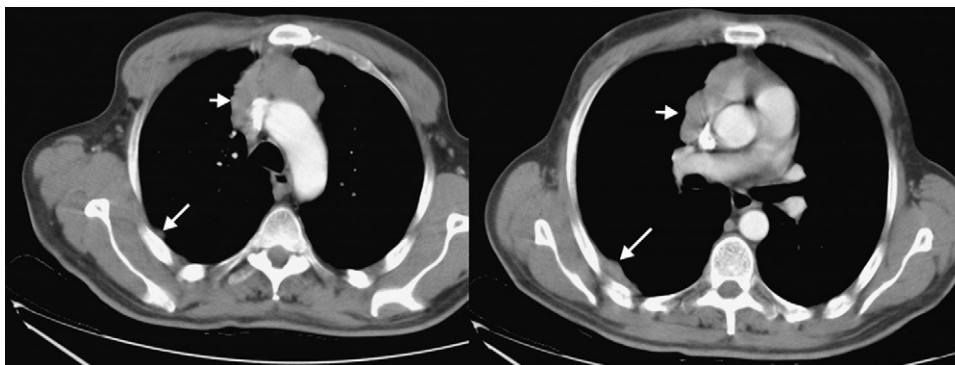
TC de tórax con timoma invasivo sobre la vena cava superior (flechas cortas) y nódulos pleurales derechos (flechas largas).
